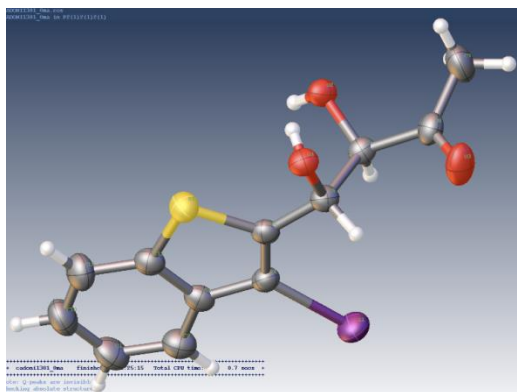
x-ray del cristallo del derivato *syn* dello iodio.
